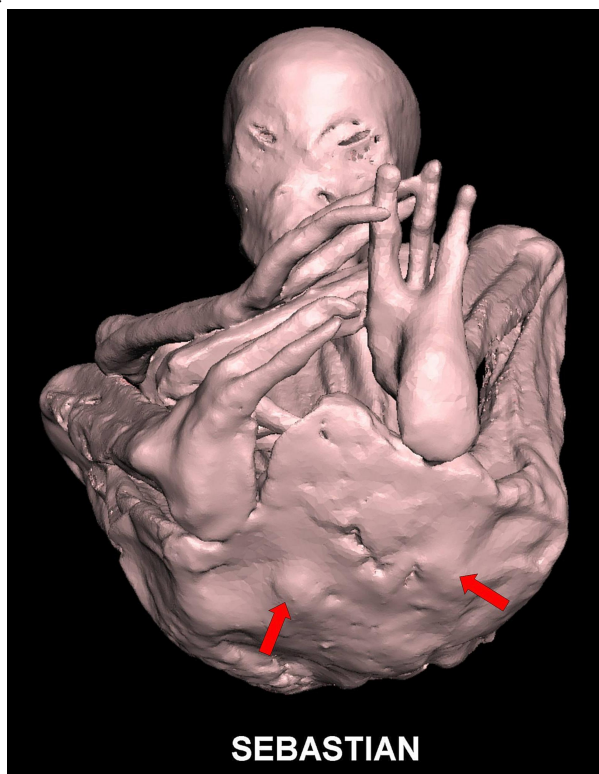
Tomografía computarizada en 3D que muestra un perineo plano de forma triangular con falta de prominencias glúteas. La posición de las tuberosidades isquiáticas está marcada. (flechas rojas)
